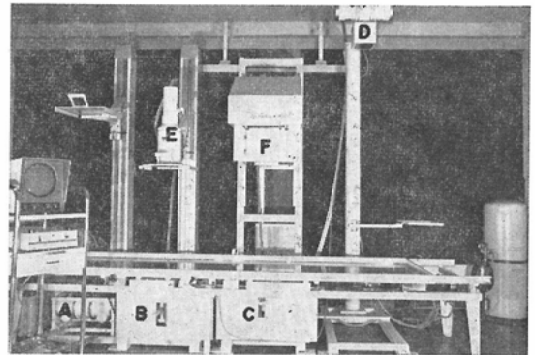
Macroradiograph attached four X-ray tubes and one image intensifier
